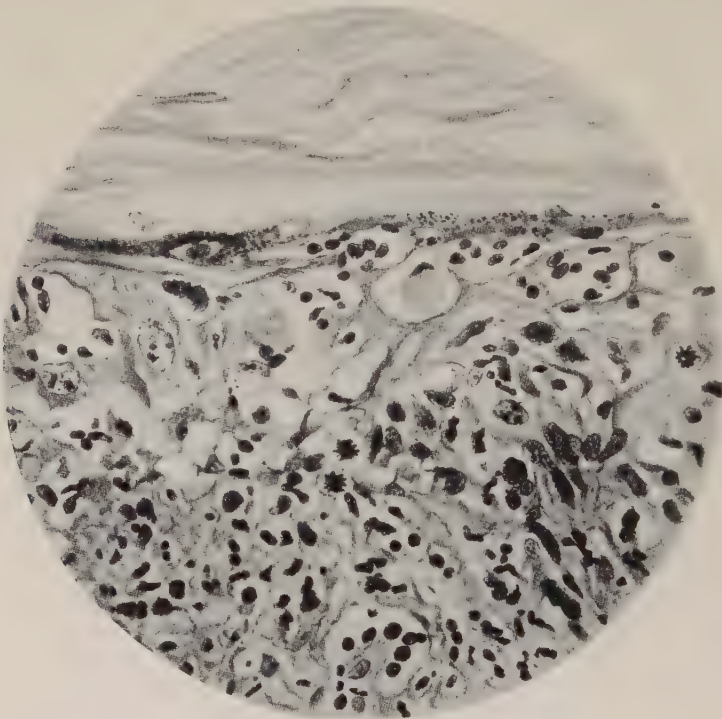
Menschliche Epidermis im Stadium der akuten Röntgenreaktion. Nach Miescher. 45 Tage nach Bestrahlung mit ca. 1 H.E.D. (Gebiet der „3. Welle“.) Intensive Reaktion. Randgebiet eines Einschmelzungsherdes mit regenerativen Mitosen. Im Gebiete des Einschmelzungsherdes ist das Stratum germinativum in einen fast strukturlosen hyalinen Streifen umgewandelt, in welchem neben einigen Leukozyten nur vereinzelte, kaum gefärbte, maximal geblähte Zellen erkennbar sind, worunter auch mehrkernige. Am Rande des Einschmelzungsherdes viele normale Mitosen.
